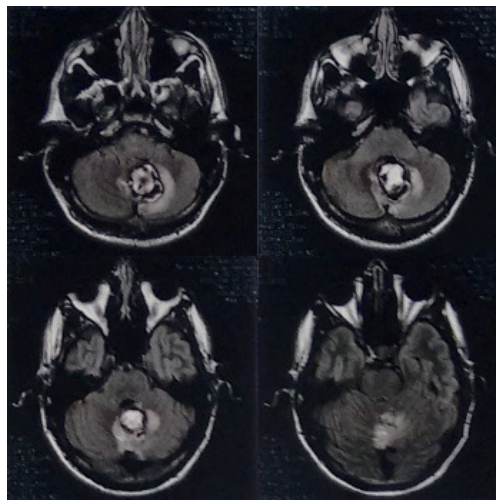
RMN sugestiva de lesão de origem vascular realizada durante a internação.
